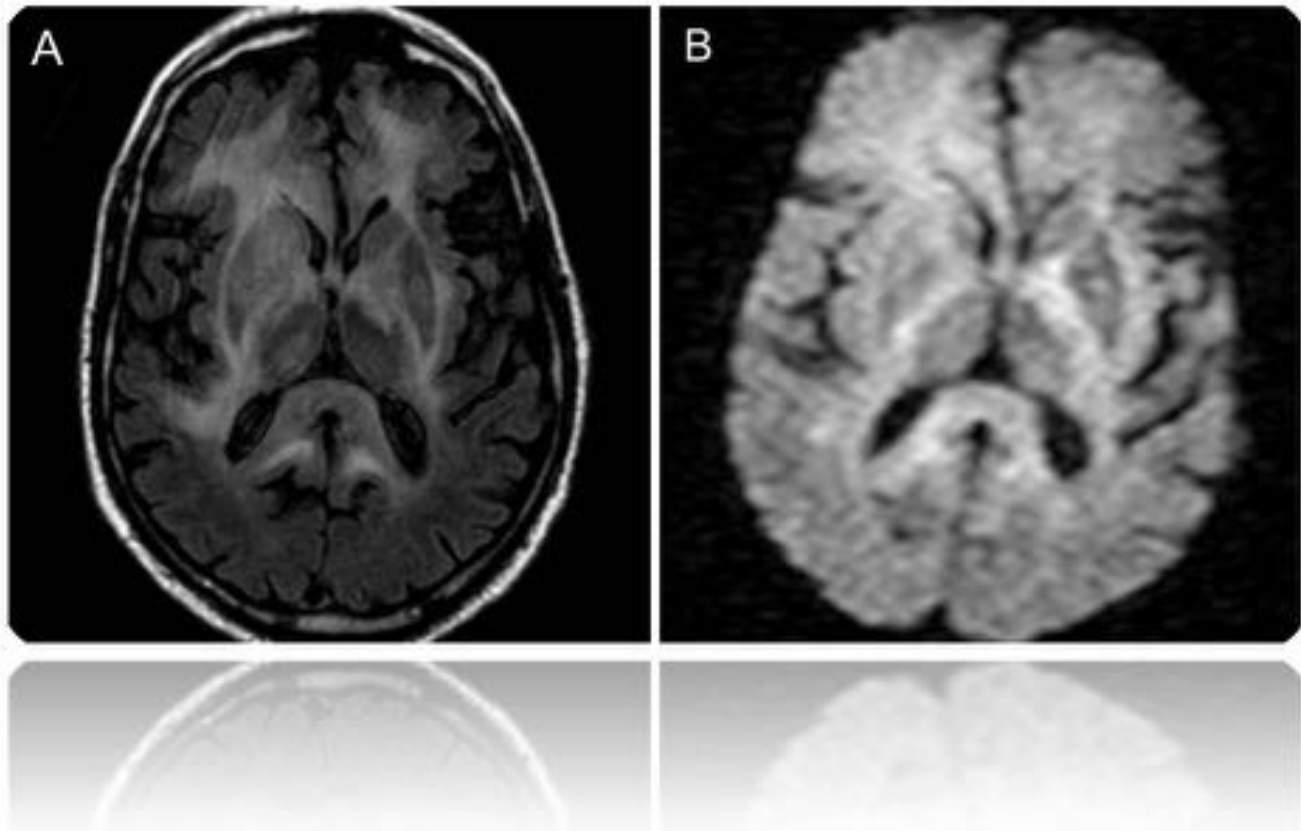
Planos axiales de RM en secuencias FLAIR (A) y difusión (B) que demuestran una afectación difusa de la sustancia blanca periventricular con una sutil hiperintensidad visible en la secuencia de difusión.
